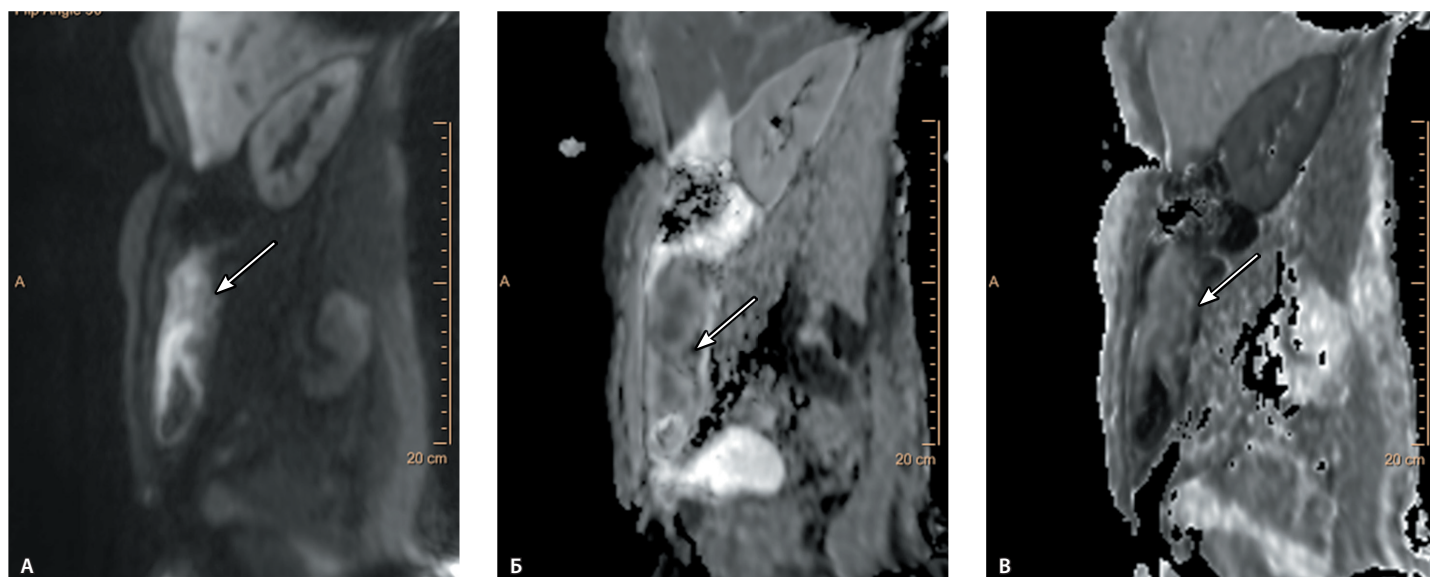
Стриктура подвздошной кишки. Магнитно-резонансная томография с диффузно-взвешенным изображением: А – b -фактор 1000, Б и В – карты измеряемого коэффициента диффузии. Неравномерная инверсия магнитно-резонансного сигнала от разных участков стенки кишки (стрелки)
